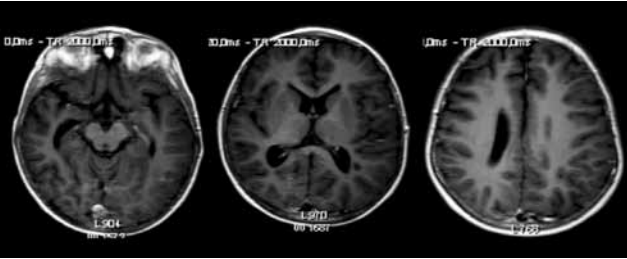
2. Se observa RMN axial, en secuencia de inversión recuperación, en donde se evidencia una atrofia hemisférica derecha con mayor compromiso de la región temporal y peri-insular del paciente número 2 con Encefalitis de Rasmussen.
